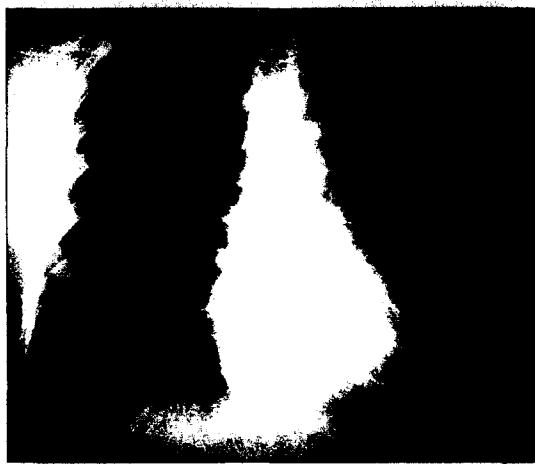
Chest X-ray on 1995.8.19 which shows milliary shadows on Rt. mid and lower lung fields. he was diagnosed milliary tuberculosis and treated as so.
